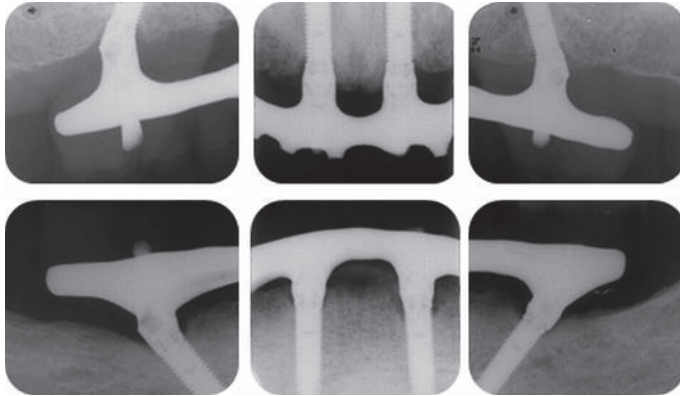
Periapical maxilla and mandible radiographs with 5 years follow-up.
